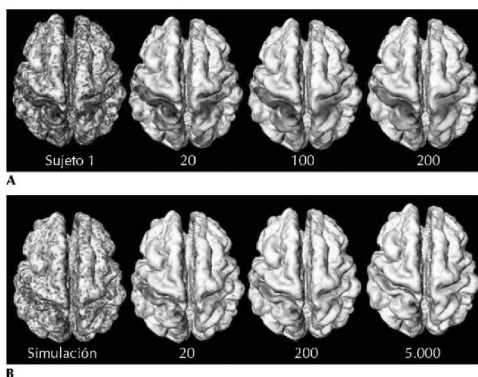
Suavizado de imagen cerebral tomada mediante resonancia magnética funcional (RMf) de un sujeto concreto (A) y de una serie simulada (B). (Tomado de Chung, 2010).
